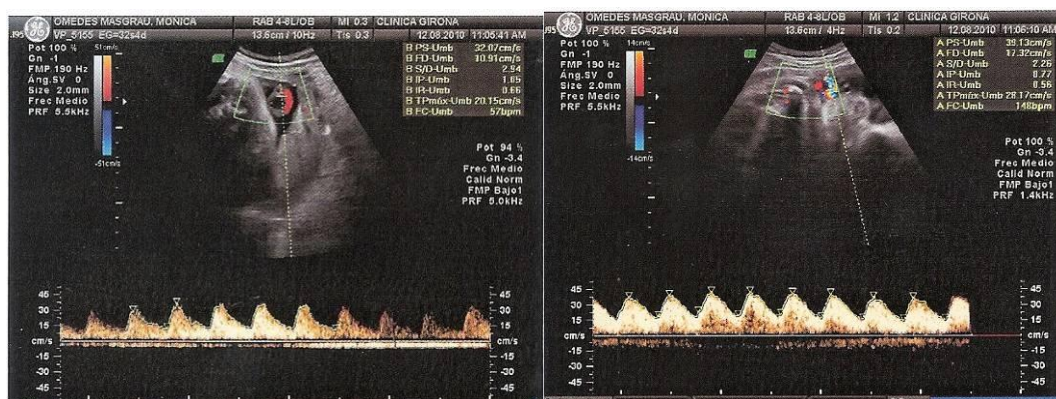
Fetus vistos a través d'una ecografia Doppler. El color que es veu és el que diferencia aquest mètode d'altres.
